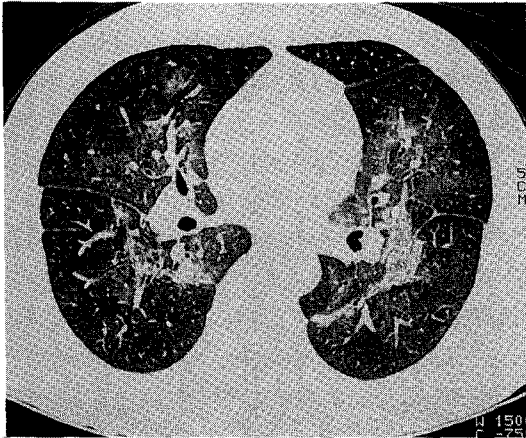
On admission, HRCT shows diffuse patch and bilateral ground glass opacity in central and perihilar area. Some thick and irregular fibrosis are noted among this perihilar ground glass opacity.
